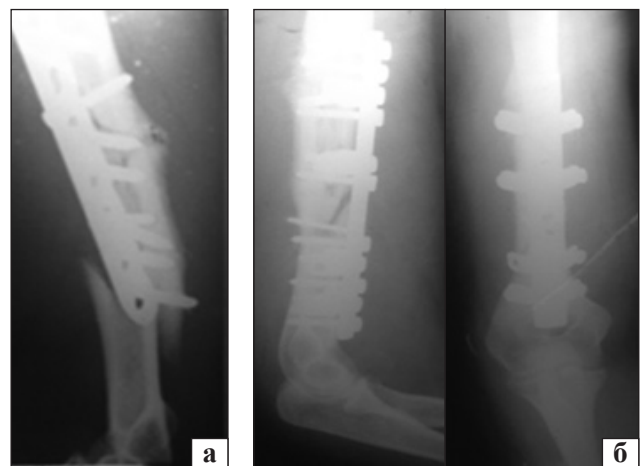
Рентгенограми хворої К.: а) повторний перелом кістки на рівні дистального гвинта; б) після остеосинтезу ПФКВ
